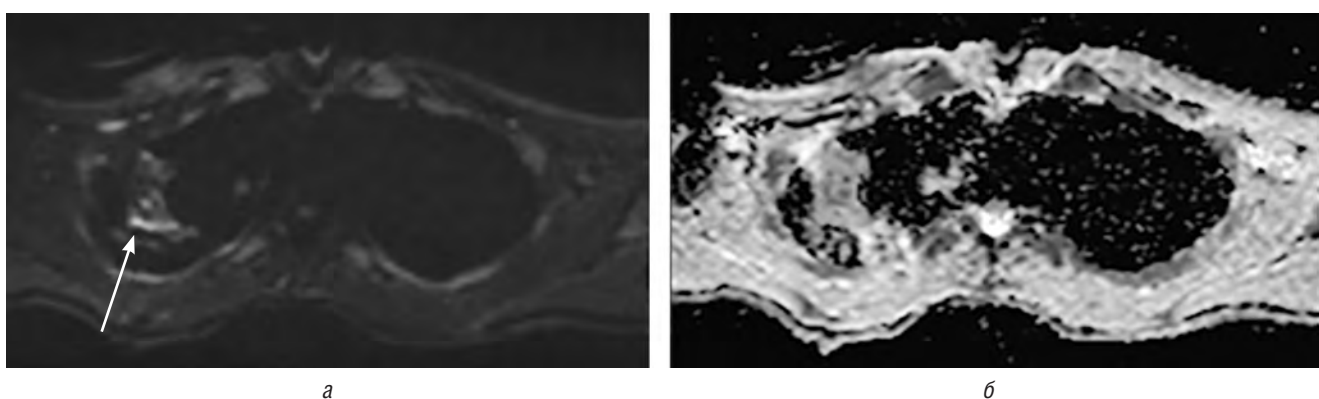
МРТ: а — ДВИ ($B = 800 \text{ с/мм}^2$); б — карта ИКД. Туберкулема S1 правого легкого II степени активности. Отмечается гиперинтенсивный сигнал по периферии образования в задних его отделах (стрелка), сигнал от центральных отделов гипоинтенсивный на ДВИ и на карте ИКД
